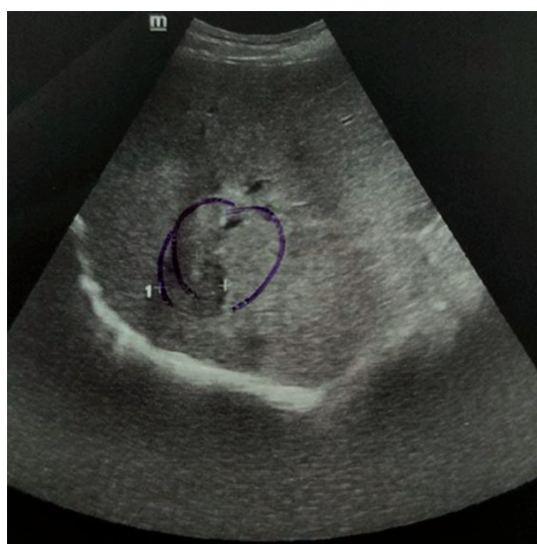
УЗИ: В VII сегменте определяется образование неправильной округлой
